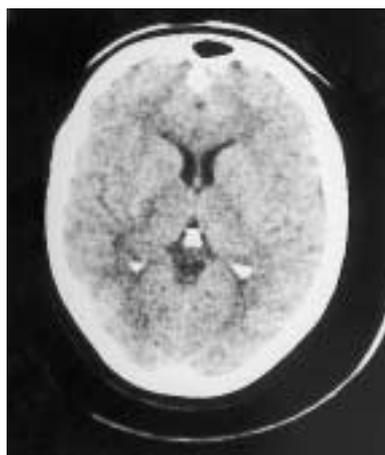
TAC cerebral, corte axial. Imágenes hiperdensas nodulares con calcificaciones subependimarias.
